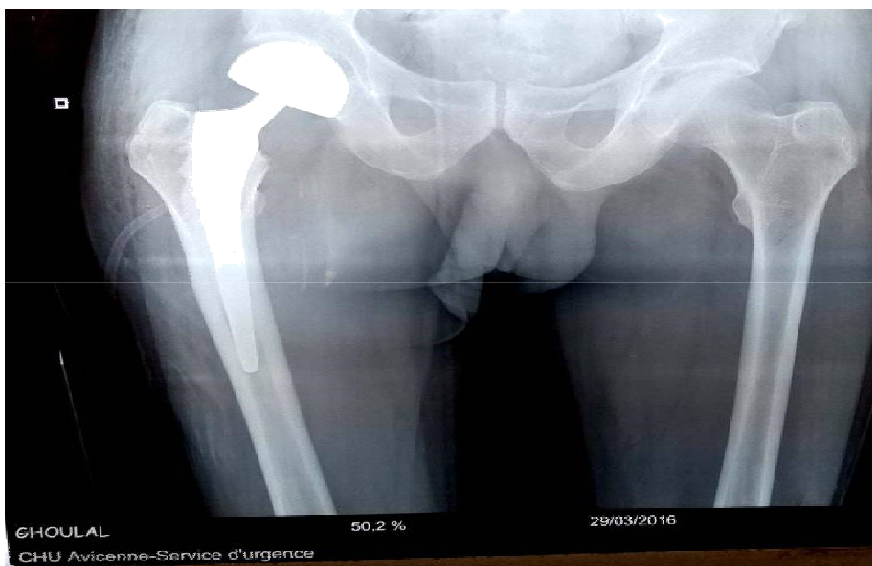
radiographie postopératoire de contrôle du bassin de face montrant la disposition d'une prothèse intermédiaire de la hanche
